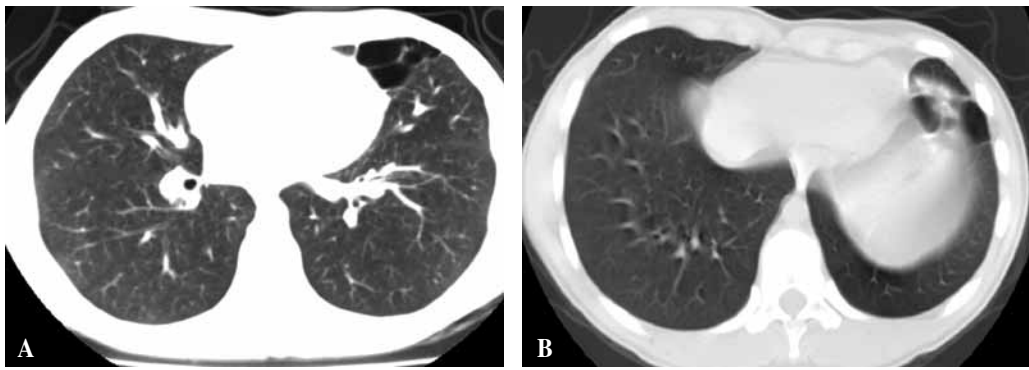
Caso 1: TAC a los 7 meses postcirugía y TAC de control posterior a la lobectomía izquierda.
